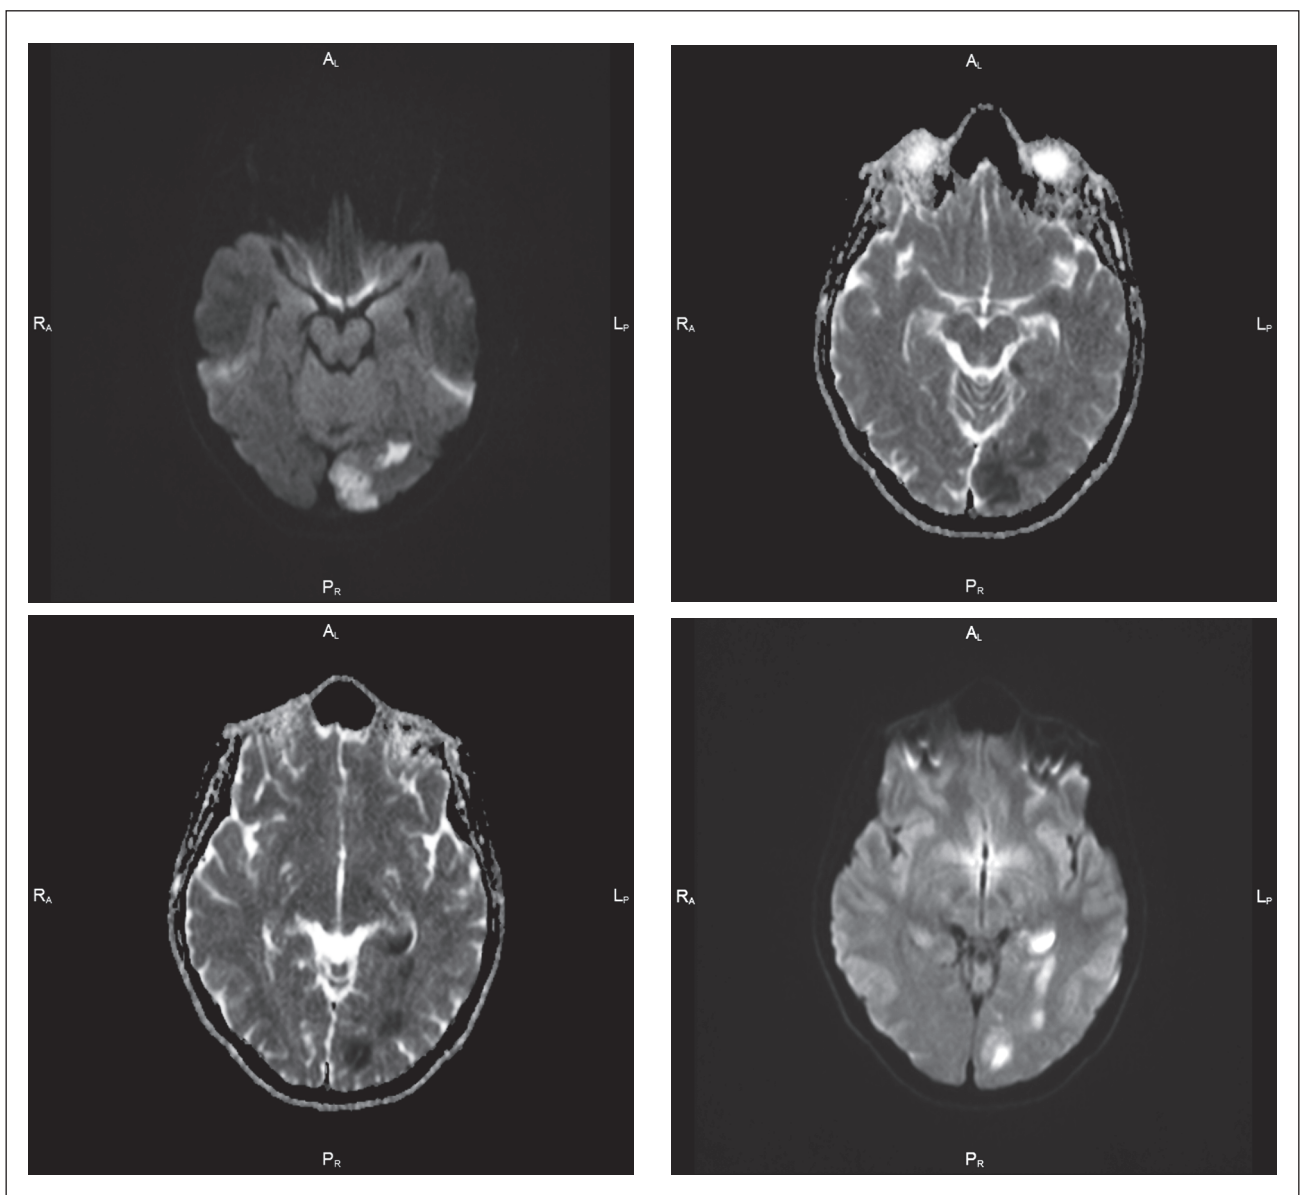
МР-картина вогнищ ішемії в медіобазальних відділах потиличної, скроневої часток та в нижньомедіальних відділах тім'яної частки ліворуч (ділянка обмеження дифузії на аксіальних зрізах DWI з мапами ADC)
